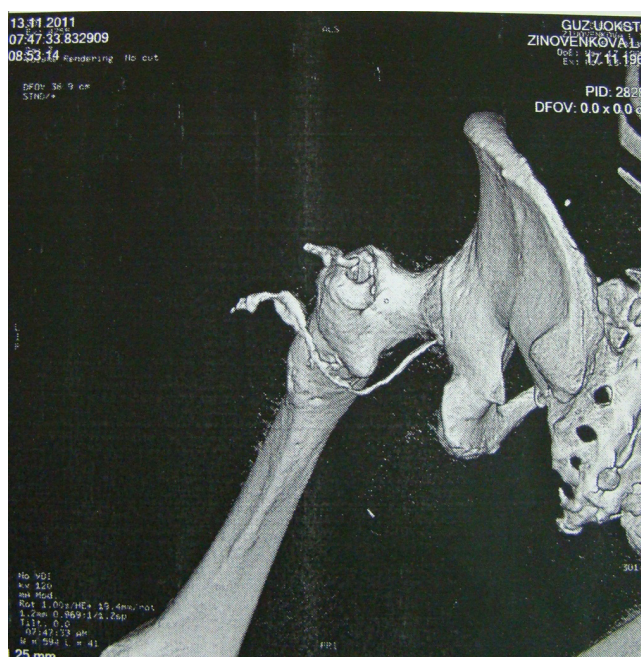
МСКТ левой бедренной кости с контрастированием свищевого хода (3D-моделирование)
